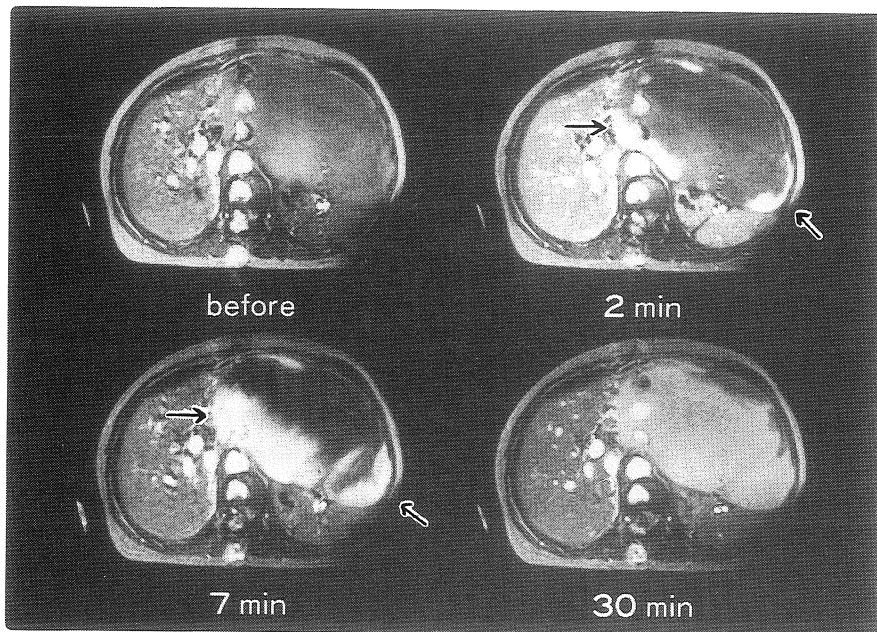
肝海綿状血管腫のdynamic MRI (FISP : 90°, 50/10)
